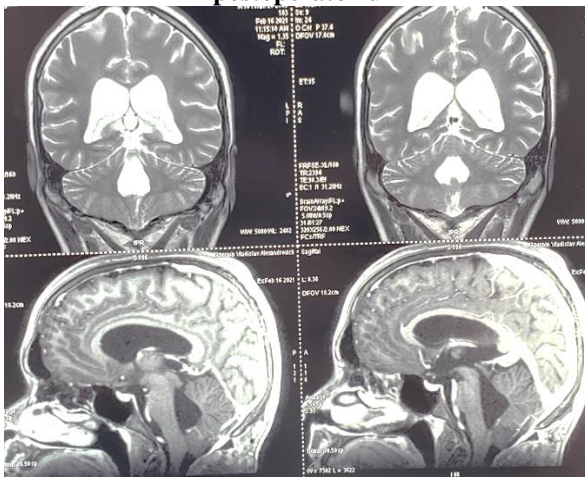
IRM cerebrală cu substanță de contrast, peste 4 luni postoperatoriu
